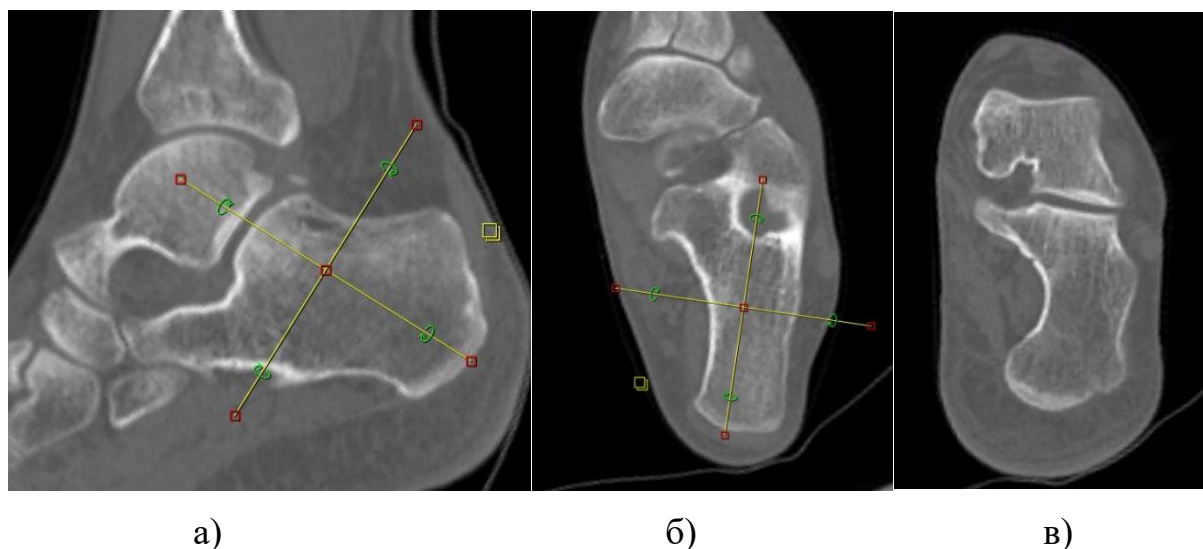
Построение коронарной реформации при просмотре данных КТ. На рисунках а) и б) расположение плоскостей, на рисунке в) полученное изображение подтаранного сустава.
